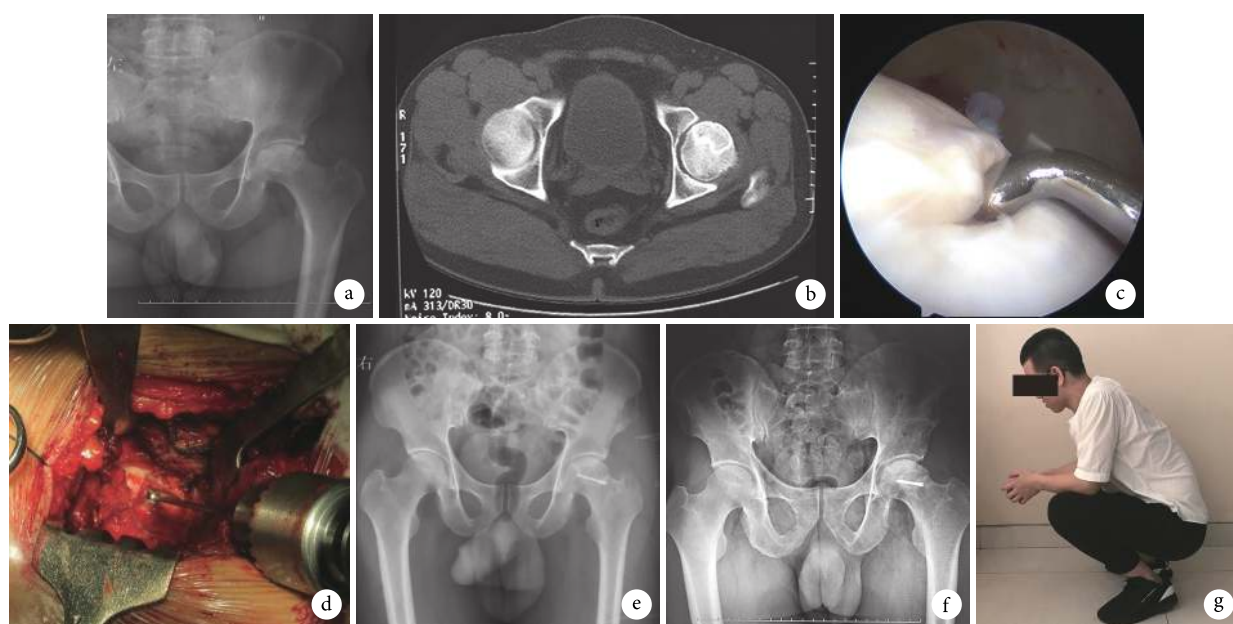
患者, 男, 31 岁, 左侧股骨头缺血性坏死 (ARCO II A 期) a. 术前 X 线片; b. 术前 CT; c. 术中关节镜下见损伤的软骨面; d. 术中行直接前方入路; e. 术后即刻 X 线片; f. 术后 12 个月 X 线片; g. 术后 12 个月髋关节屈曲功能
